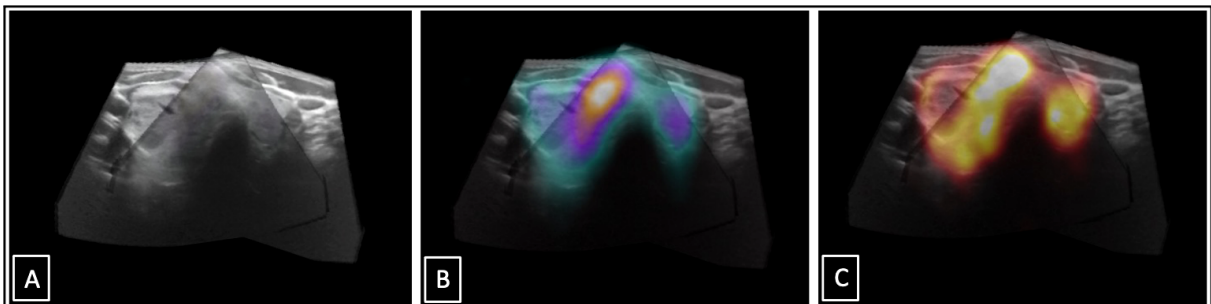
Gestitchter 3DsnUS-Datensatz der Schilddrüsen (A); SPECT/US-Fusion (B); PET/US-Fusion (C).
